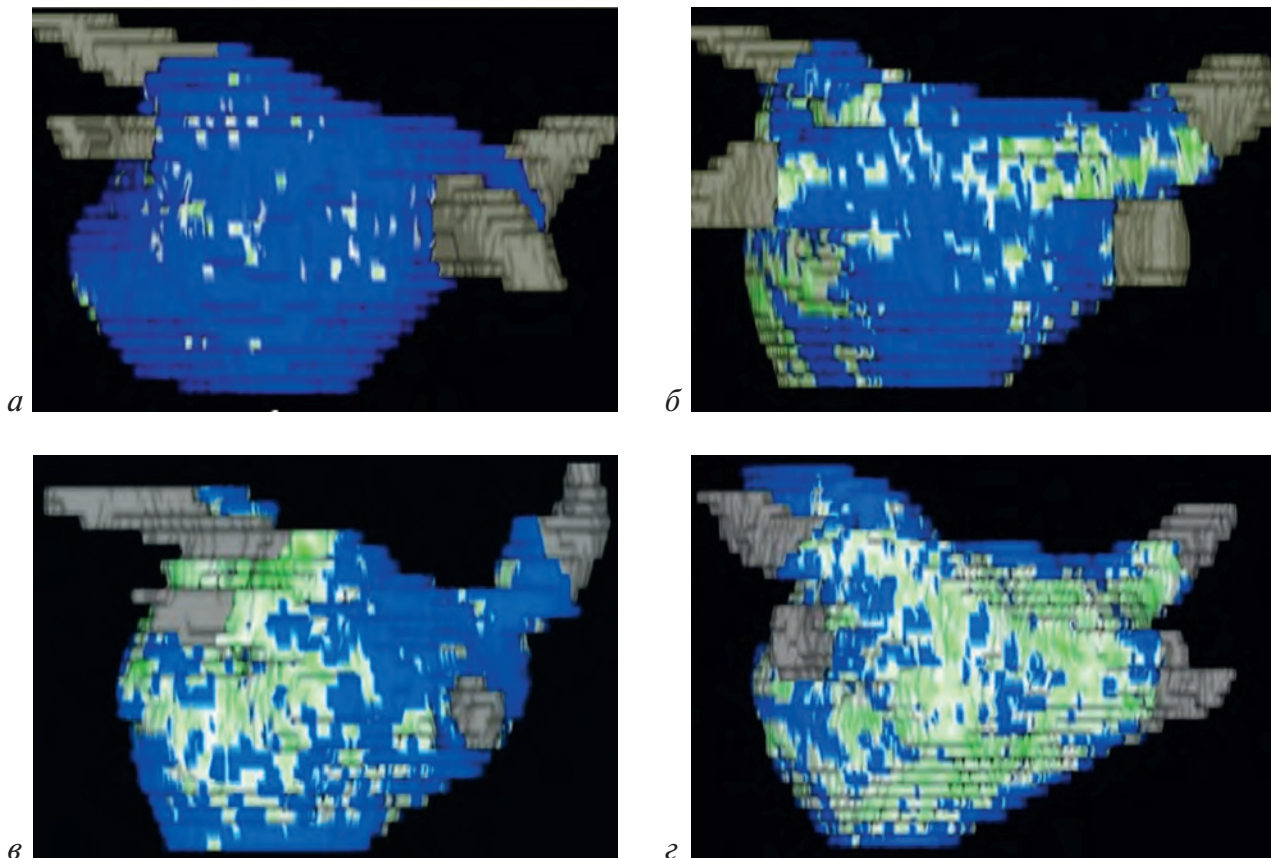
Четыре стадии структурного ремоделирования левого предсердия (ЛП) с помощью трехмерной МРТ с использованием гадолиния. Синим цветом отмечены стенки ЛП без изменений, зеленым – структурное ремоделирование ЛП, серым – легочные вены:
